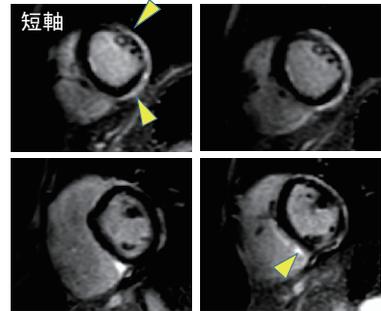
発症5日目の心臓MRI 前側壁, 中隔, 下壁にT2WI 高信号域を認める(上段矢頭)。Gd遅延造影(LGE)では, 前側壁から下壁の外膜側, 中隔右室側に陽性像を認める(下段矢頭)。
